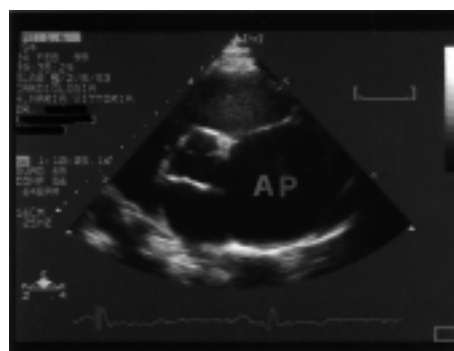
Immagine ecocardiografica preoperatoria parasternale asse corto: severa dilatazione dell'arteria polmonare (AP).
